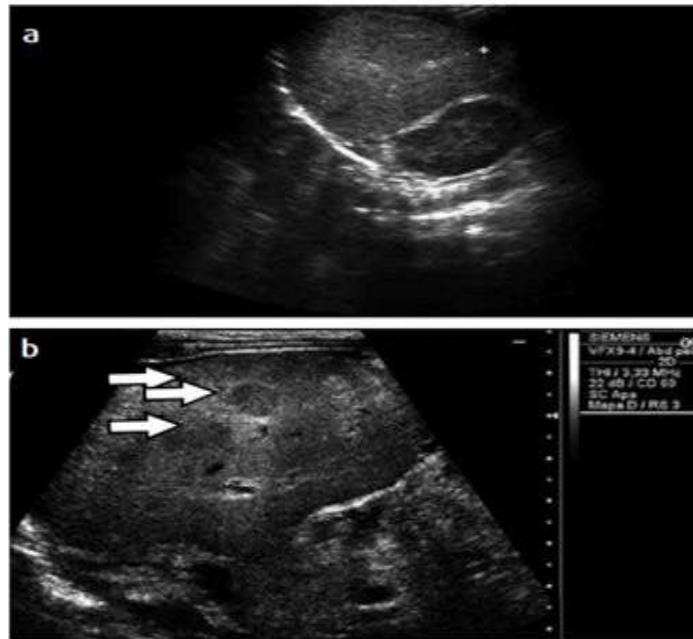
Error cometido durante la obtención de la imagen, categoría Estudio con mala técnica. a) Ecografía de hígado realizada con foco y profundidad de campo que impidieron ver los nódulos demostrados en b) ecografía del día siguiente (flechas).
